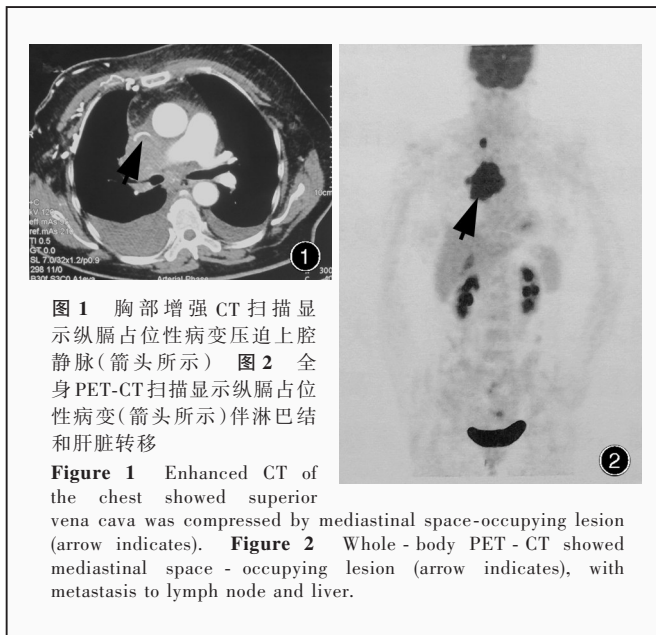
胸部增强 CT 扫描显示纵膈占位性病变压迫上腔静脉(箭头所示) 图 2 全身 PET-CT 扫描显示纵膈占位性病变(箭头所示)伴淋巴结和肝脏转移
